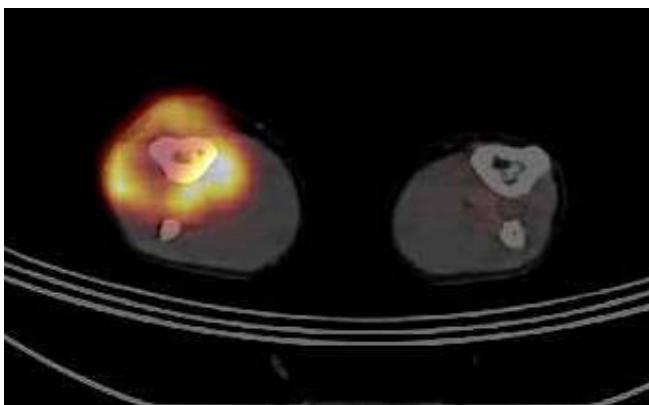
Hypermetabolic mass around the right upper tibia, (maximum SUV: 7.75, average SUV: 4.47) with invasion of the proximal tibia, highly suggestive of rhabdomyosarcoma.
